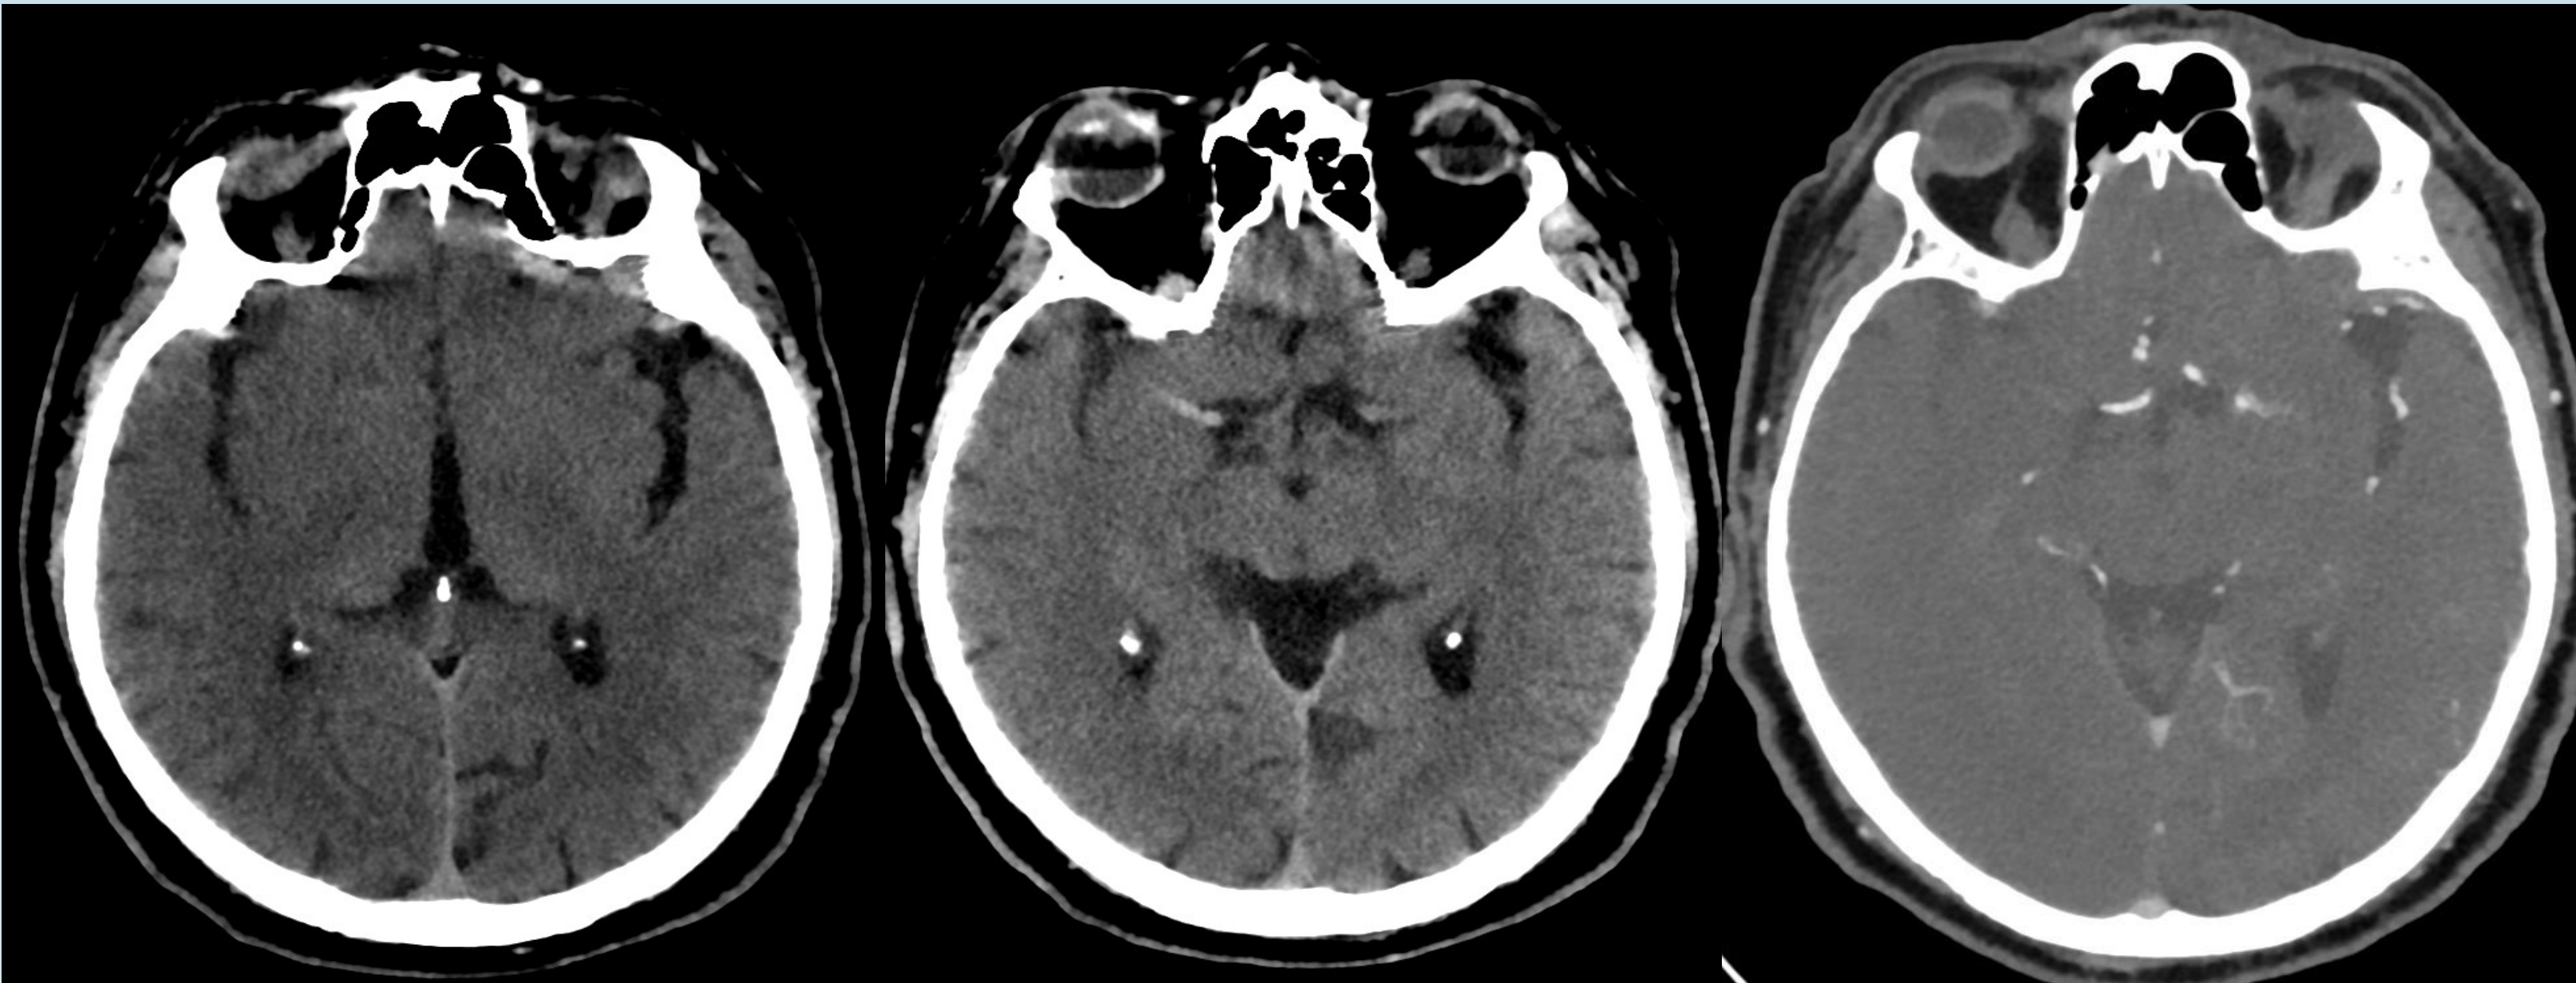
imágenes de TC craneal inicial, donde se aprecian signos de isquemia aguda en territorio de ACM derecha, hiperdensidad en segmento M1 en estudio sin contraste y stop al paso de contraste a este nivel .
